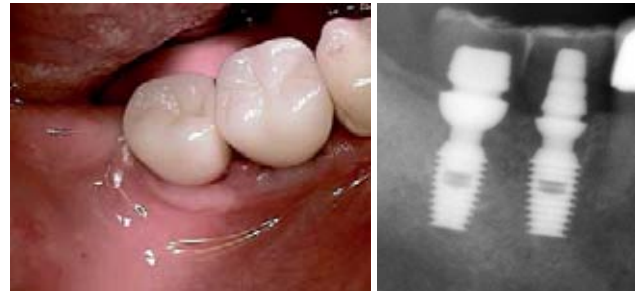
Eingesetzte IACs intraoral von vestibulär-okklusal. – Abb. 15: Röntgenbefund nach Eingliederung der IACs in Regio 46 und 47; zu beachten ist der exzellente Knochenhalt über dem Implantat und das doppelte Platform Switching auf Implantat- und Abutment-Niveau.
